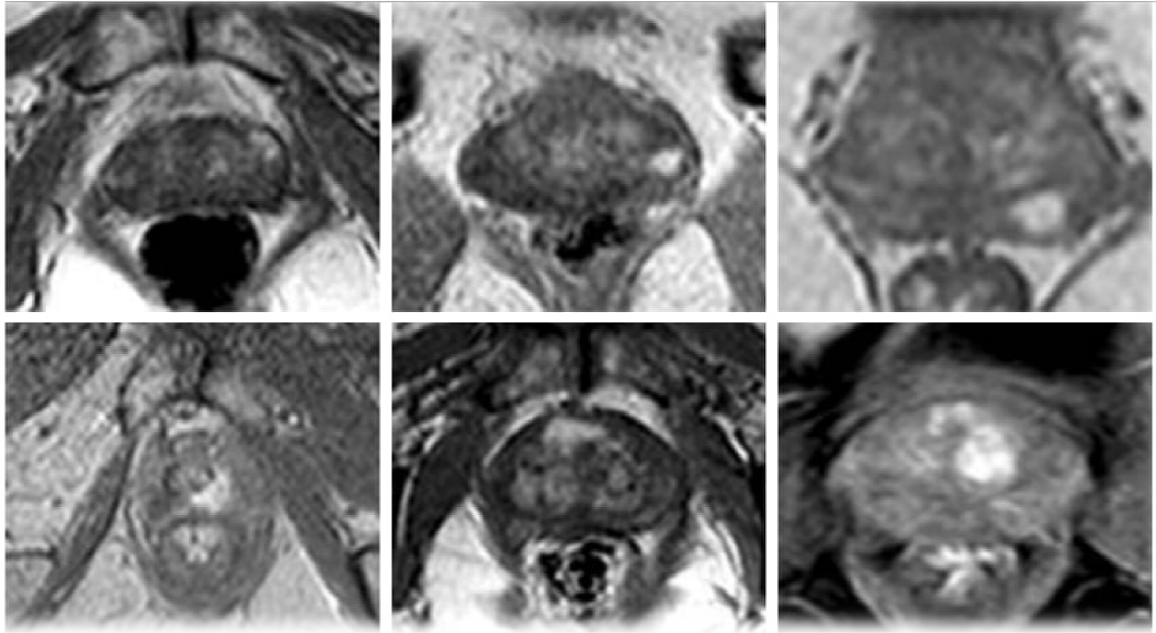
cancer de prostate avant radiothérapie en IRM
